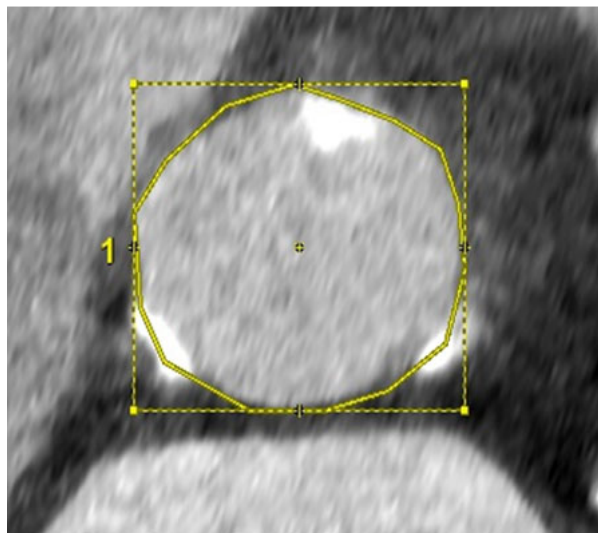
TDM : Mesure de l'anneau aortique.<sup>114</sup>
